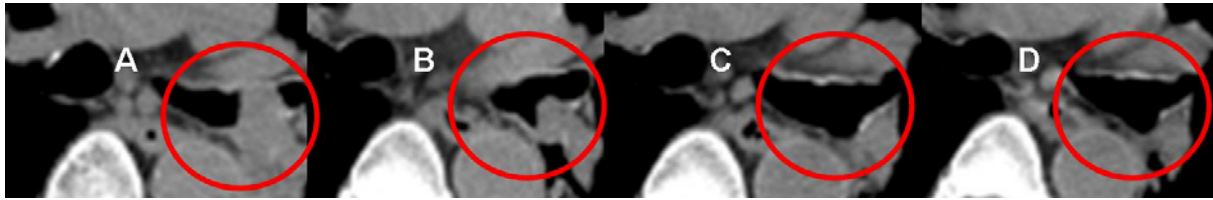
Chest CT showing the tumor obstructing the left bronchial airway prior to chemotherapy (A) and after one course (B), two courses (C) and three courses of chemotherapy (D). The CT scans show progressive tumor shrinkage.
